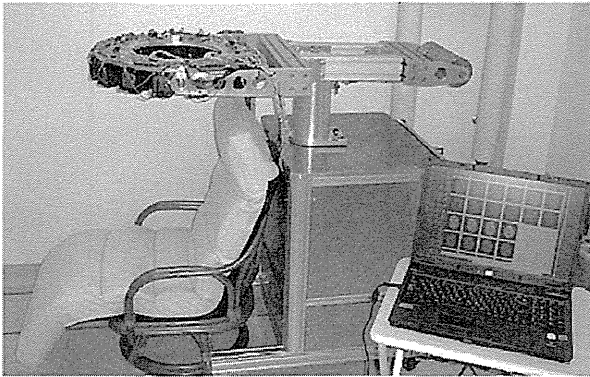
Developed PET-Hat system.
